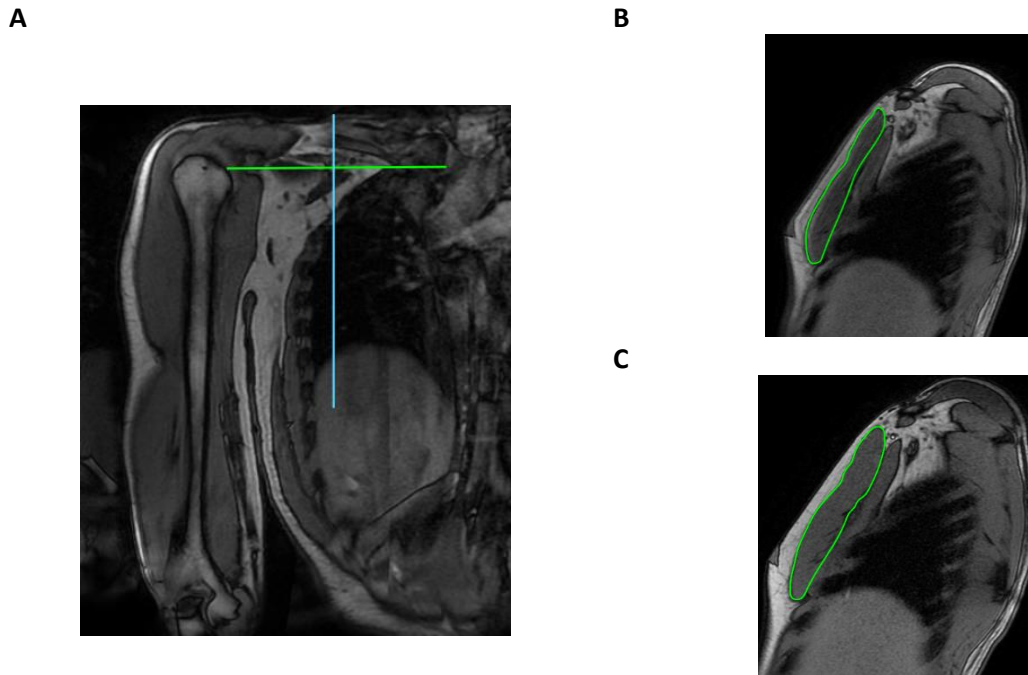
Exemplo da análise das imagens de ressonância magnética na região medial do peitoral maior
